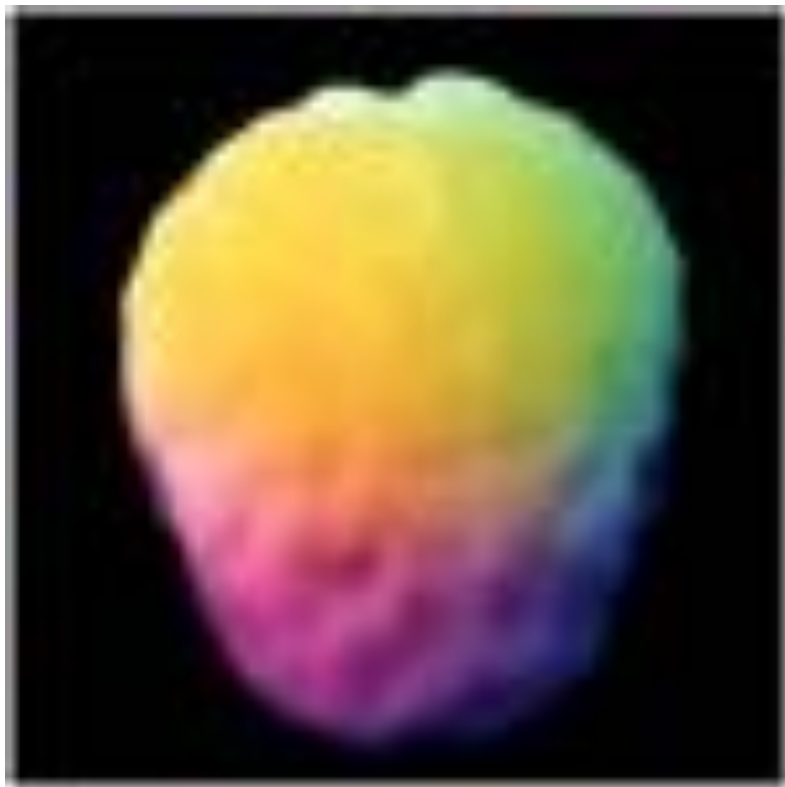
IMAGEM "SPECT" GERADAS POR COMPUTADOR
